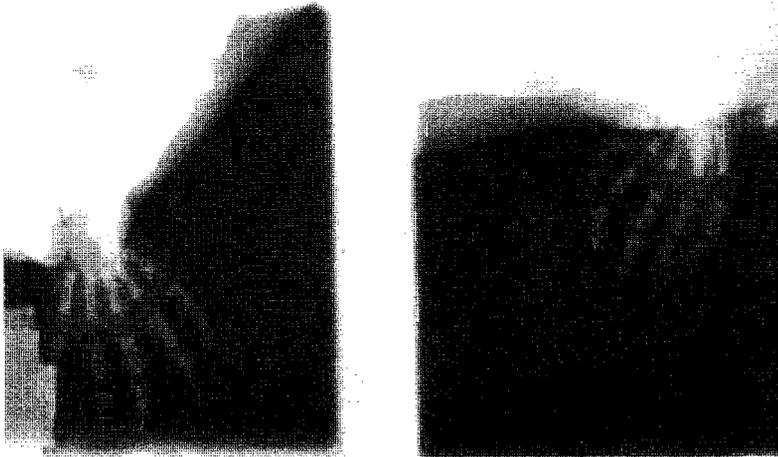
Radiografía de ambas manos.
